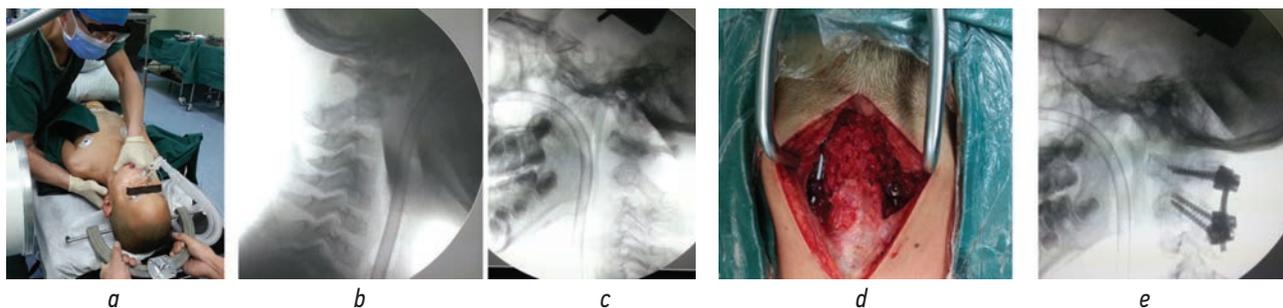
Трансфарингеальное вправление и результат остеосинтеза. Этап трансфарингеального вправления (*a*), боковая рентгенограмма до репозиции (*b*), рентгенограмма после репозиции (*c*), результат операции остеосинтеза (*d*), боковая рентгенограмма (*e*)
